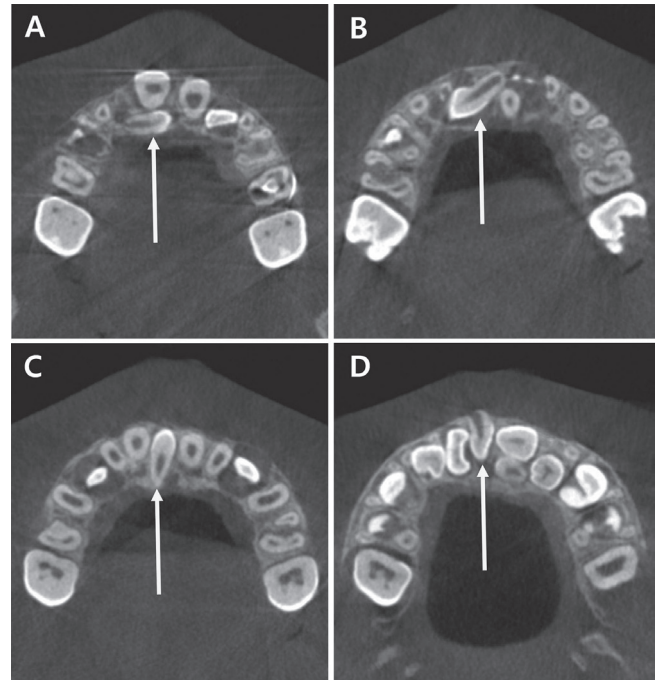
The axial cone-beam computed tomography images show a horizontally directed mesiodens which subdivided into four groups. (A) Mesio-distally horizontal direction while crown directing midline. (B) Mesio-distally horizontal direction while root directing midline. (C) Labio-palatally horizontal direction while crown directing labial. (D) Labio-palatally horizontal direction while root directing labial.
